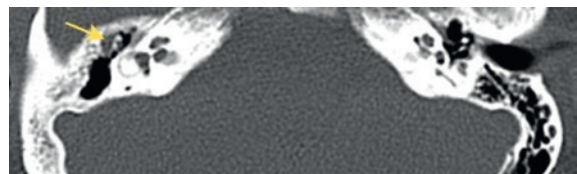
КТ височных костей в аксиальной проекции, стрелкой указан субстрат в аттике
